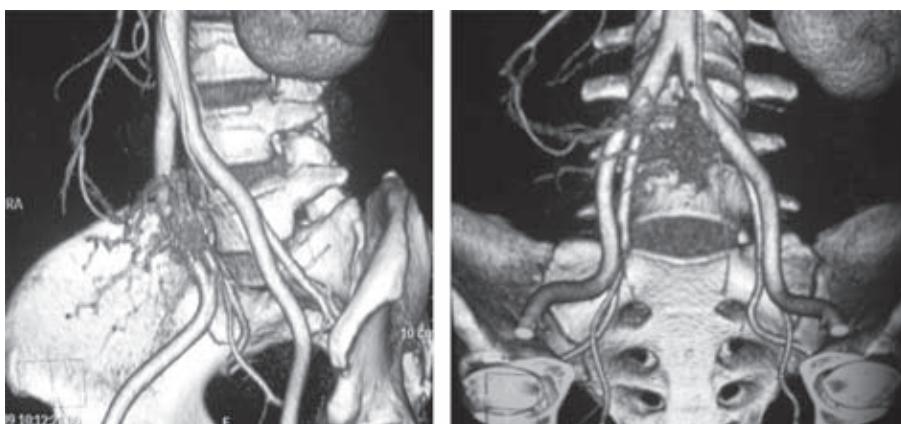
Imágenes de TAC con reconstrucciones tridimensionales en donde se corrobora la fuga del medio de contraste IV a través de una rama de la arteria mesentérica superior, la formación de un hematoma intraabdominal y trayectos vasculares dentro de la lesión que sugieren una lesión de origen vascular.
